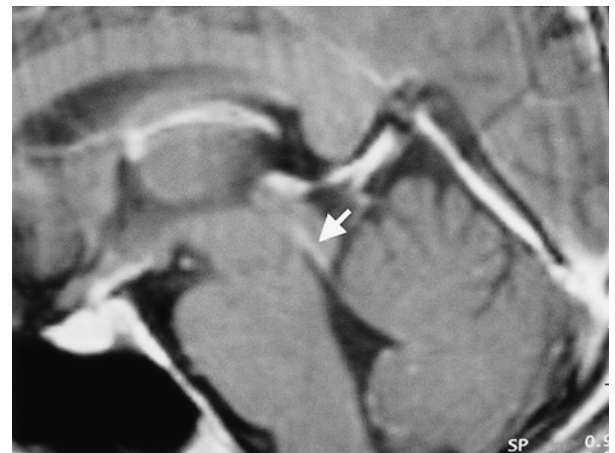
Gadolinium-enhanced T1-weighted MRI reveals enhancement in periaqueductal region. (arrow)
